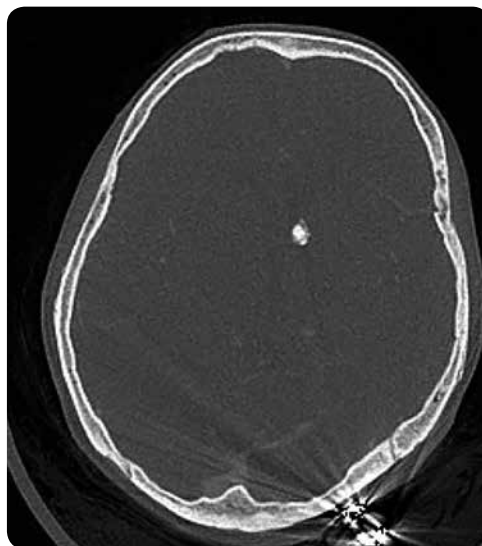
TC de cráneo en ventana ósea. Nódulos subependimarios periventriculares calcificados.
